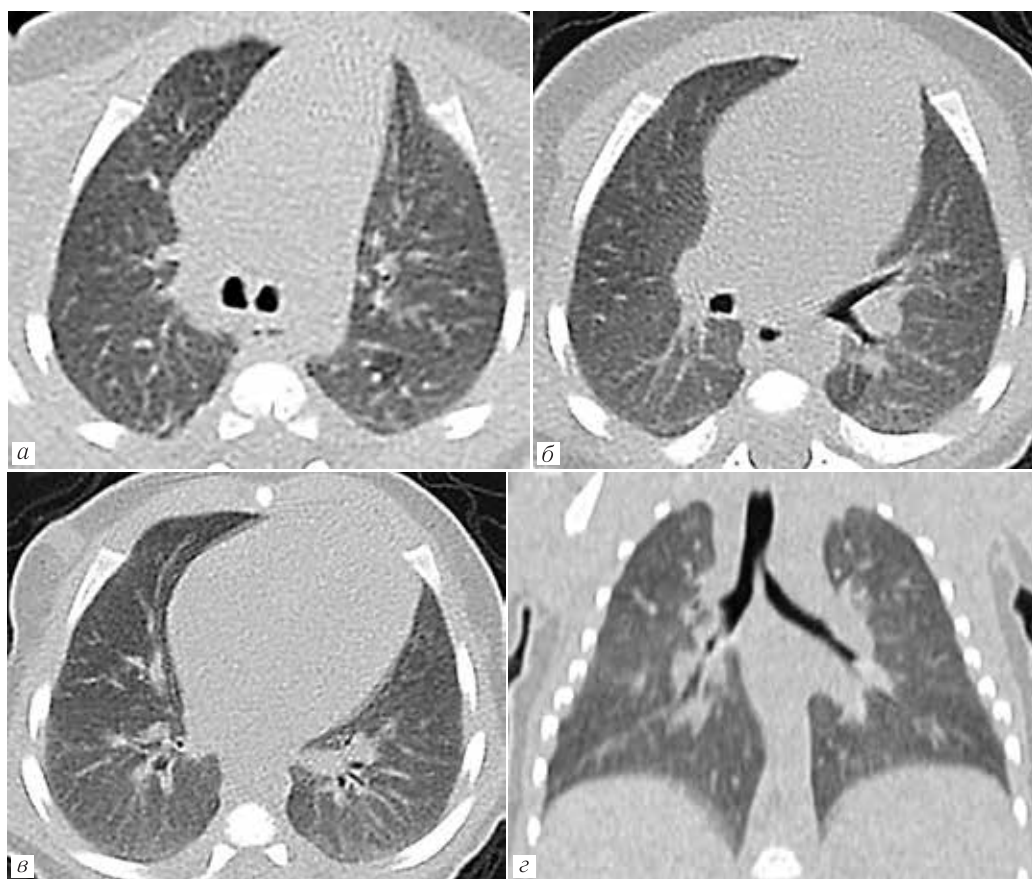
Контрольная МСКТ органов грудной полости в возрасте 33 дней жизни, аксиальные (а–в) и корональный (г) срезы, легочное окно: положительная динамика в виде регресса интерстициальных изменений
